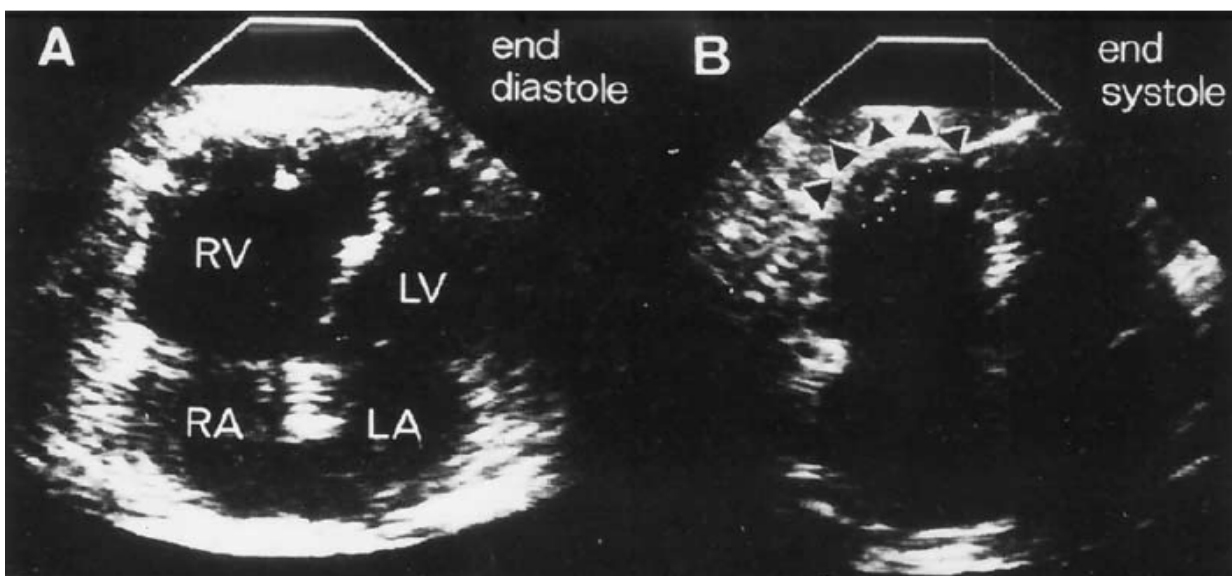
Echocardiographie bi dimensionnelle (A) télédiastolique (B) télésystolique en coupe 4 cavités apical montrant les images d'un IDM du VD avec une dyskinesie de la paroi latérale (flèches), de l'apex et un thrombus au niveau de l'apex (flèches); LA: oreillette gauche, RA: oreillette droite, LV :ventricule gauche, RV :ventricule droit.
